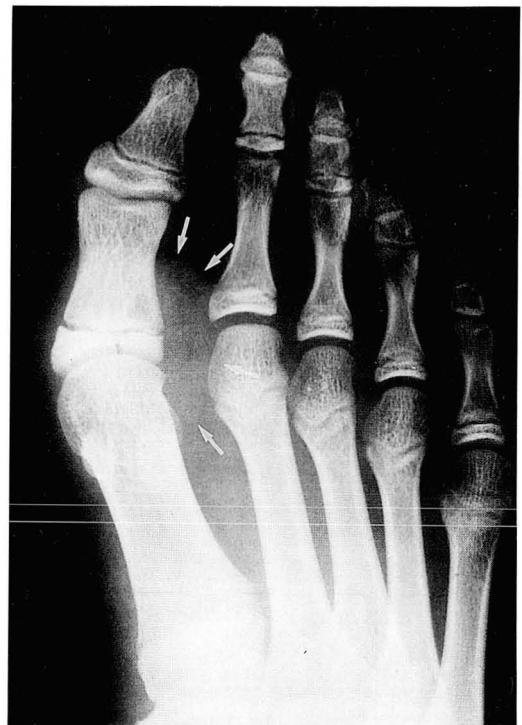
AP radiography of the left foot shows a soft tissue mass(arrows) over the dorso-lateral aspect of the first metatarsophalangeal joint.
